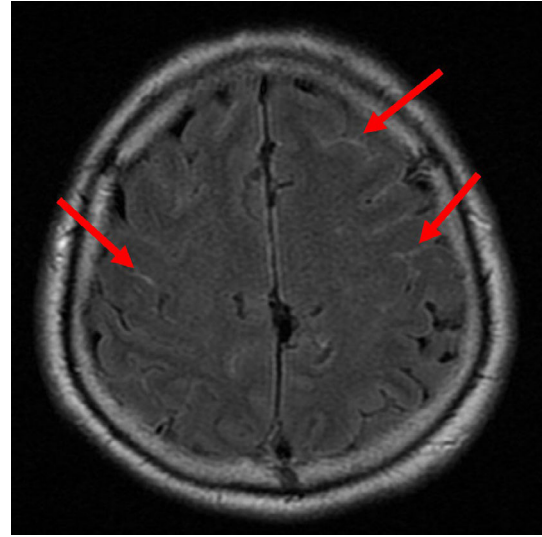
Head MRI showed hyperintensity along the sulcus on FLAIR images.
